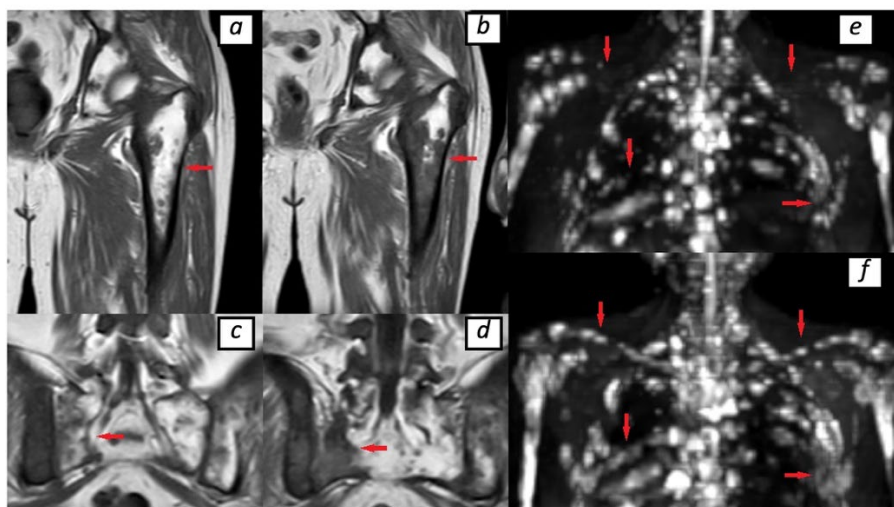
Репрезентативная магнитно-резонансная картина прогрессирования. Пациент 71 года с метастатическим кастрационно-резистентным раком простаты с множественным поражением костей. Результаты магнитно-резонансной томографии всего тела до начала (a, c, e) и через 1 месяц после одного курса радиолигандной терапии (b, d, f): T1-взвешенные изображения на уровне проксимальных отделов бедра (a, b) и костей таза (c, d); реконструкция диффузионно-взвешенных изображений грудной клетки методом проекции максимальной интенсивности. Красными стрелками отмечены участки с увеличением размеров и количества метастатических очагов, с появлением сливных поражений. Отмечено повышение концентрации простатоспецифического антигена с 103 до 212 нг/мл.
